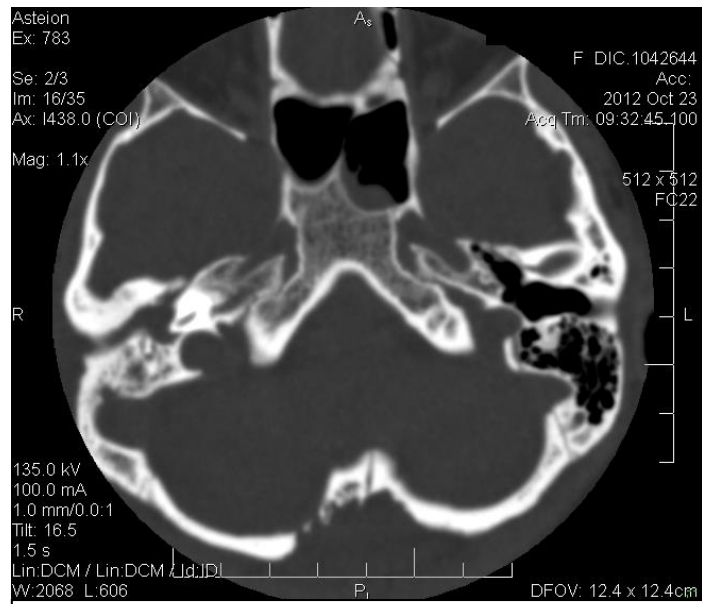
Tomografia Computadorizada de região mastoidea realizada no dia 23/10/2012 com verificação de sinais de pansinusopatia e mastoidite à direita; com aeração normal da caixa timpânica e do antro mastoideo.
